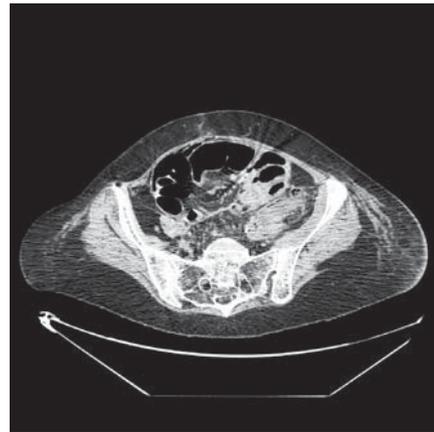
TAC sin contraste. Imagen del absceso de psoas.
